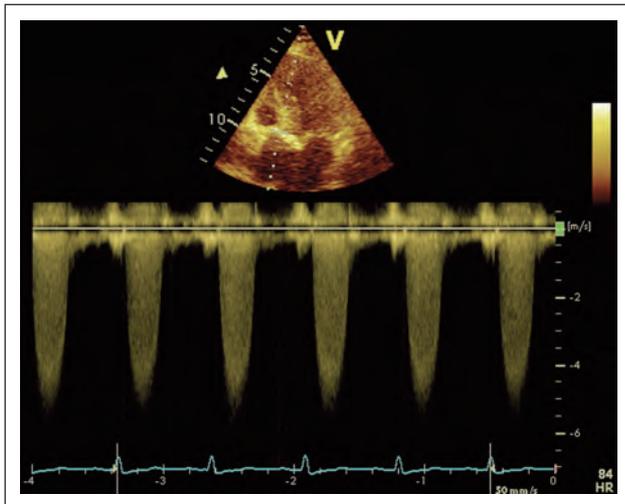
CW-Doppler-Signal der Aortenklappe bei hochgradiger Aortenstenose (apikaler Fünfkammerblick).
